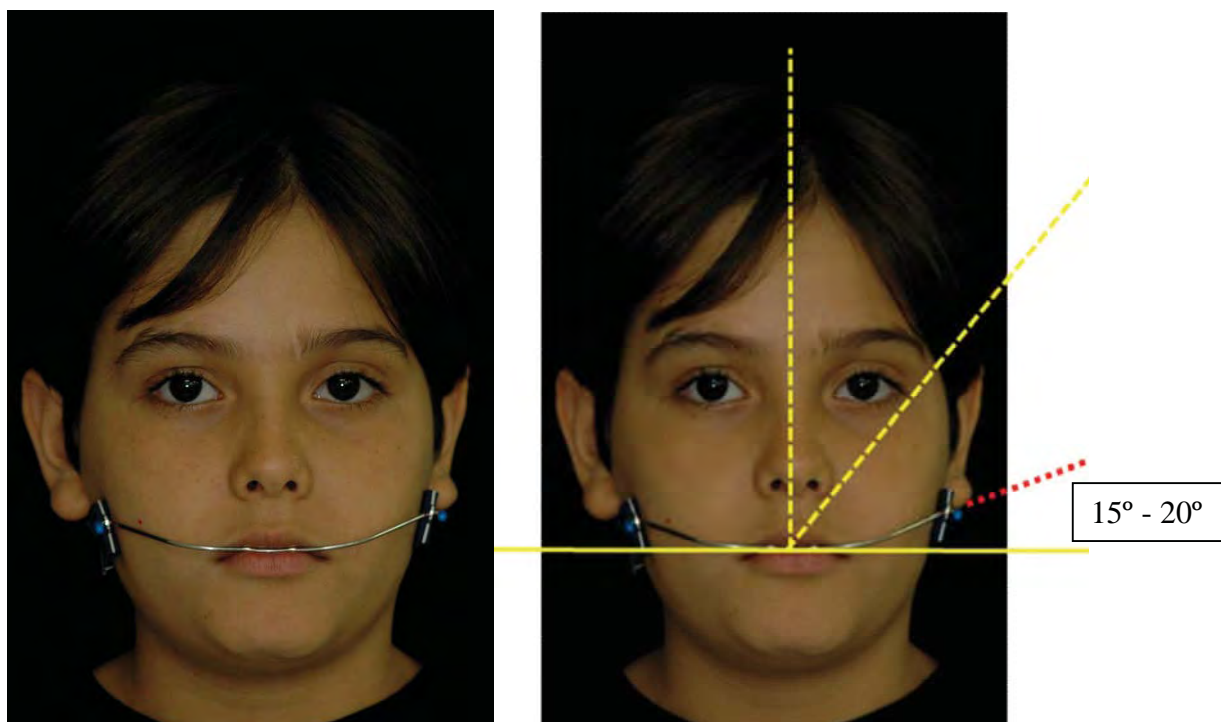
Ajuste da inclinação do AEB-TC
